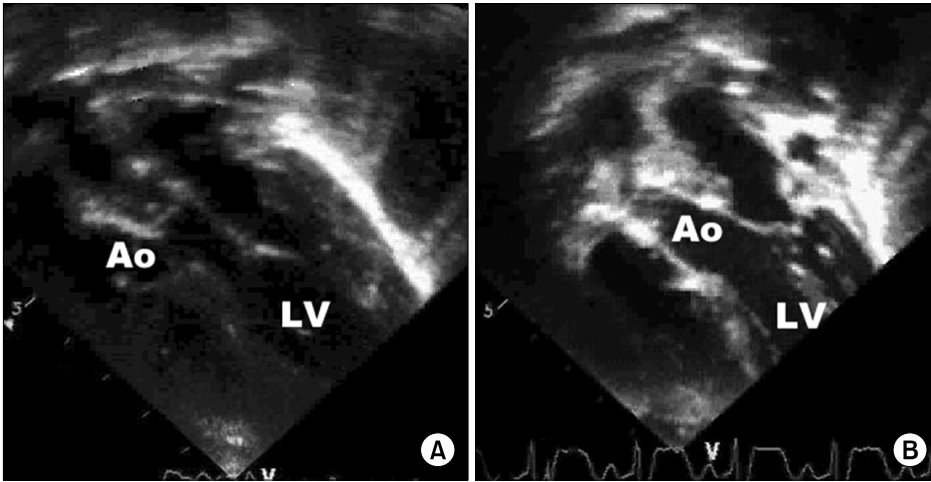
(A) Preoperative transthoracic echocardiography shows that the outflow of LV makes right angle turn, passing through the restrictive VSD. (B) Postoperative transthoracic echocardiography shows that the LV outflow is straight, direct, and unobstructed. LV=Left ventricle; VSD=Ventricular septal defect; Ao=Aorta.
